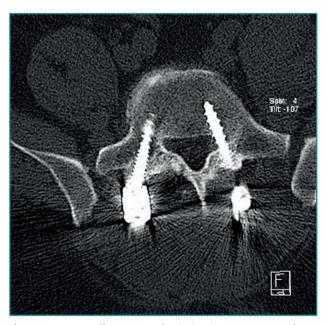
Tomografía computarizada lumbar postoperatoria en corte axial. Tornillo pedicular izquierdo de L5 mal posicionado, con violación de la pared medial del pedículo e invasión parcial del canal vertebral.
